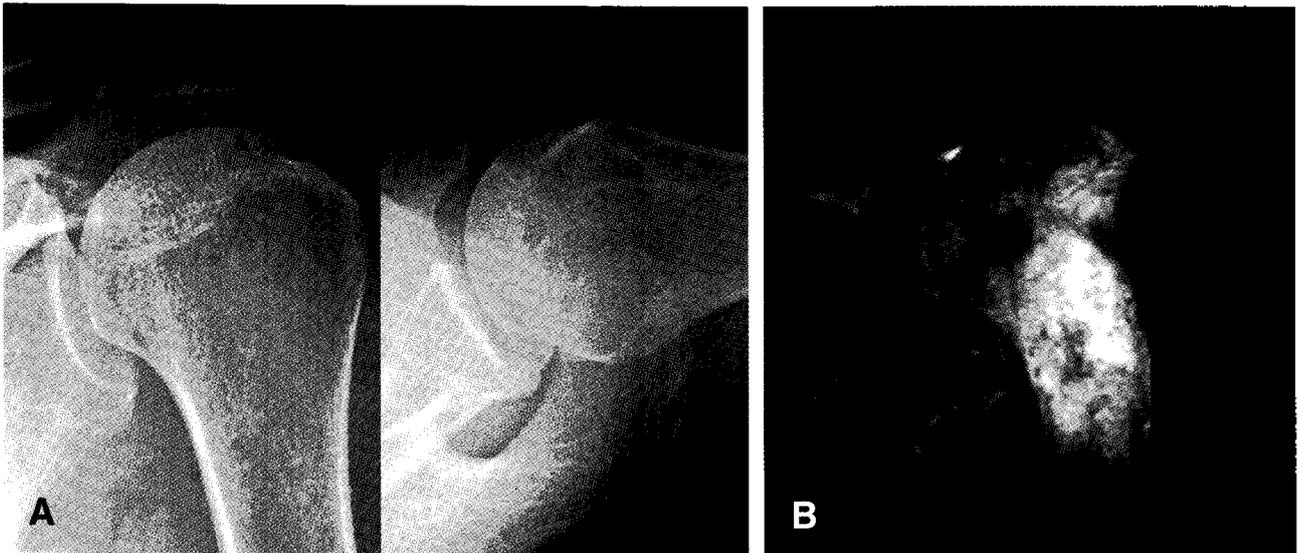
A 50-year-old man with stage II humeral head osteonecrosis according to Cruess classification system. (A) Preoperative radiographs show mild sclerosis of the central portion of the humeral head. (B) T2-weighted coronal oblique MRI shows geographic low signal intensity of the central portion of the humeral head with surrounding bone marrow edema.
